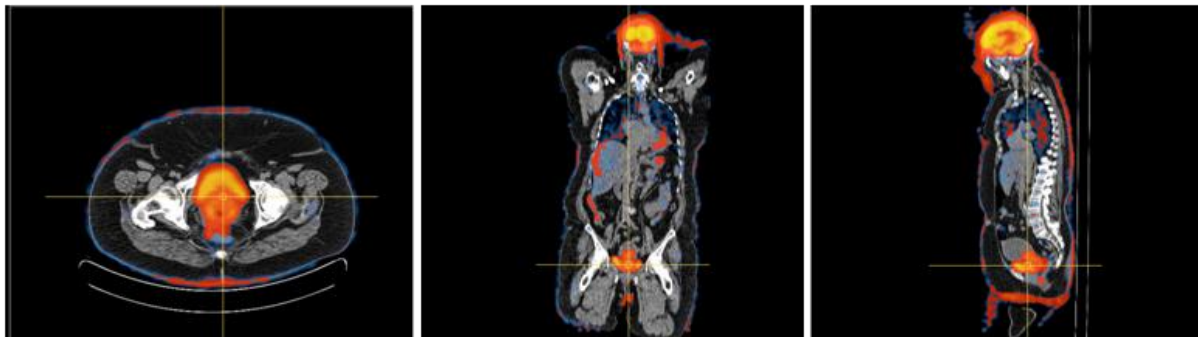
Imagens de PET/CT, em vista axial (esquerda), coronal (centro) e sagital (direita).
